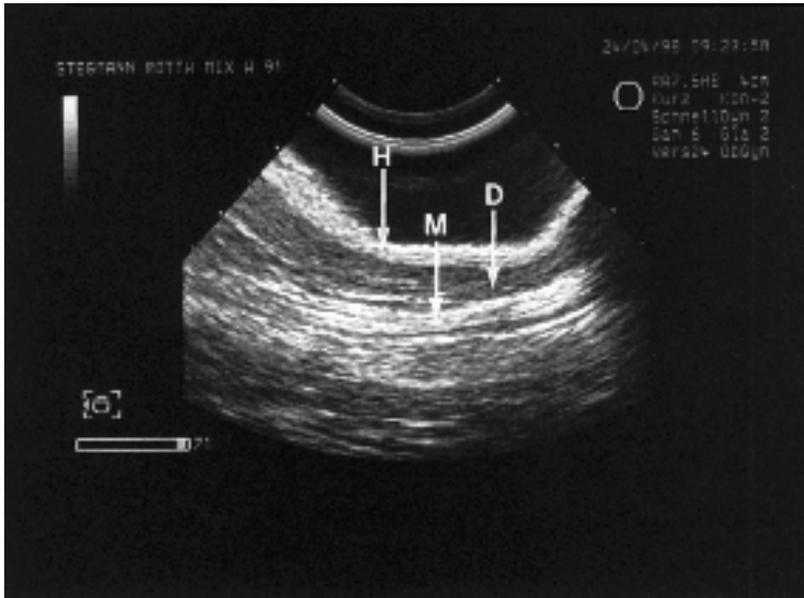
Sonographische Aufnahme des gesunden Drüsengewebes ohne oder mit geringer Sekretion, H: Haut, D: Drüsengewebe, M: Bauchmuskulatur
